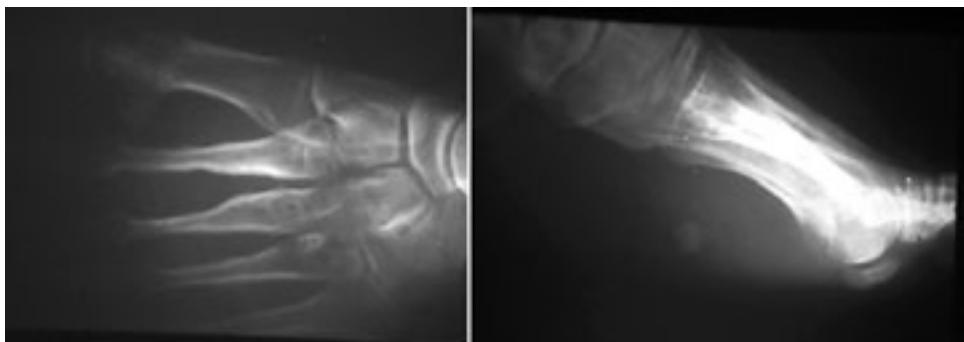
Radiografías simples.
